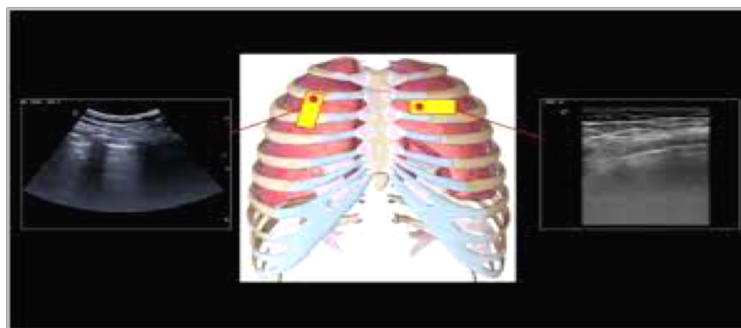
Anatomía Ultrasonográfica Pleuropulmonar
